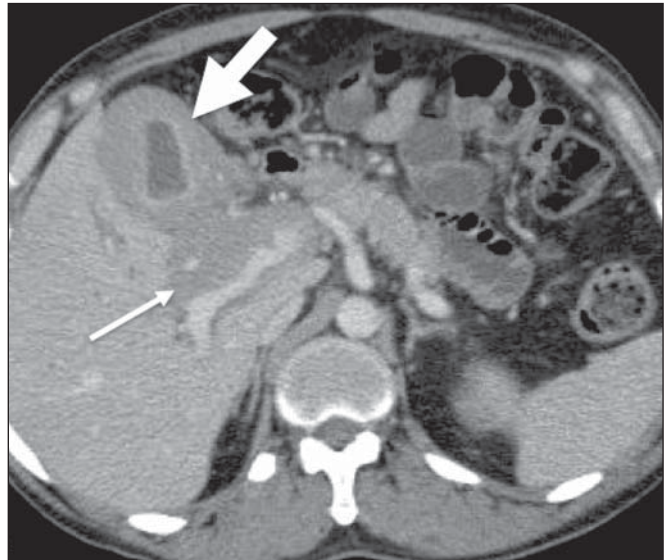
Acometimento da vesícula biliar pelo linfoma. TC de abdome no plano axial demonstra acentuado espessamento parietal da vesícula biliar (seta larga), além de infiltração linfomatosa periportal (seta estreita).
